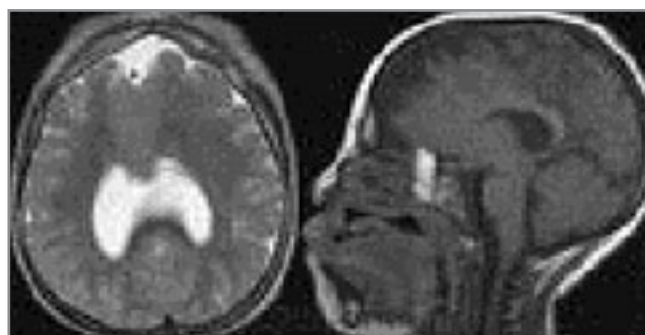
МР-томограми головного мозку у випадку семілобарного типу голопрозенцефалії
